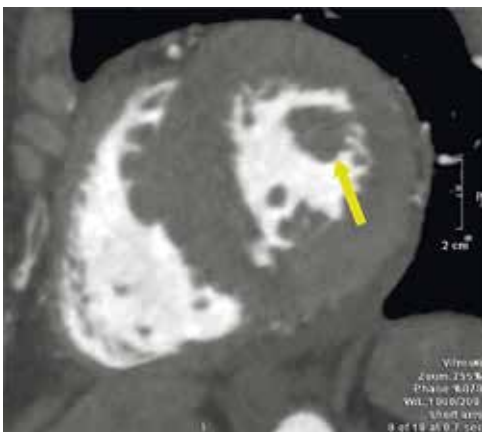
На КТ-зображенні серця у двокамерній позиції по короткій осі в пацієнта з асиметричною ГКМП стрілкою позначена гіпертрофована передня група папілярних м'язів. Зверніть увагу на крипту в нижньоперегородковому сегменті на мезовентрикулярному рівні
